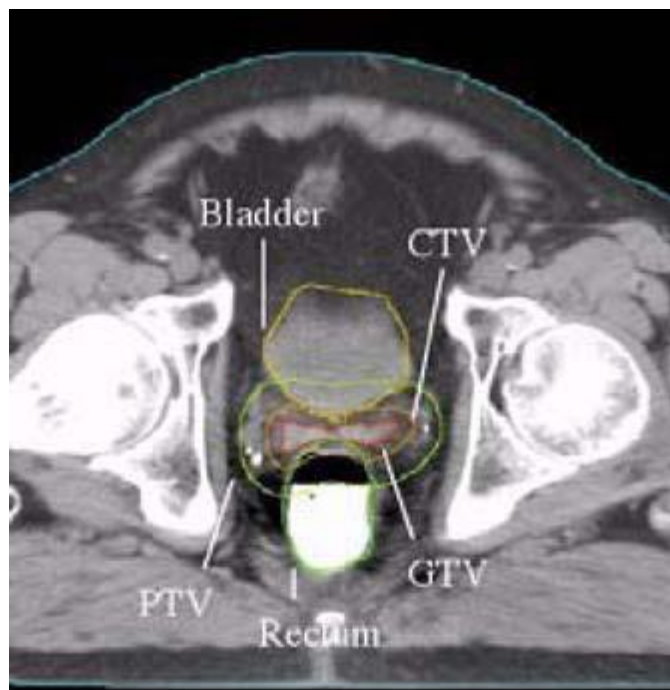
TC de planeamento de um doente com cancro da próstata, com o respectivo contorno das estruturas críticas (bexiga e recto) e dos volumes-alvos (CTV, PTV e GTV).
